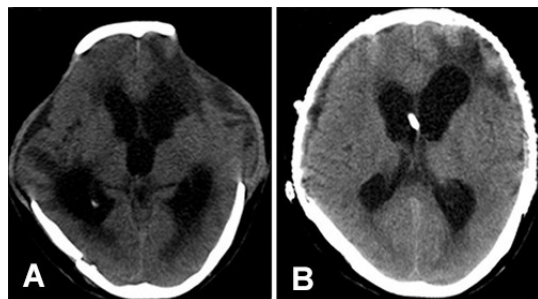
双侧颅骨缺损合并脑积水同期行脑室-腹腔分流和颅骨成形术治疗前后头颅 CT
